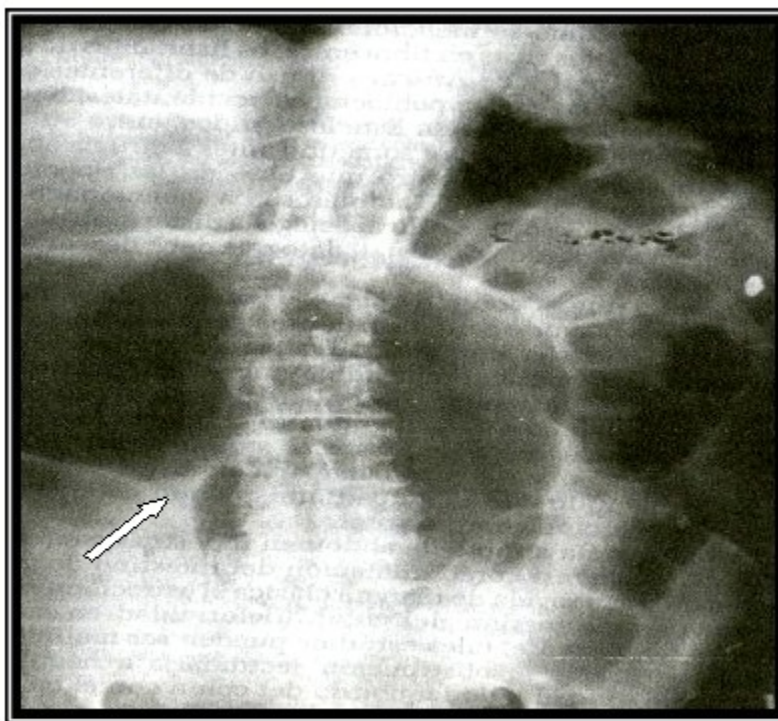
En la radiografía de abdomen simple se observó imagen que se asemejaba a un vólvulo de ciego. (Imagen marcada con la flecha)
